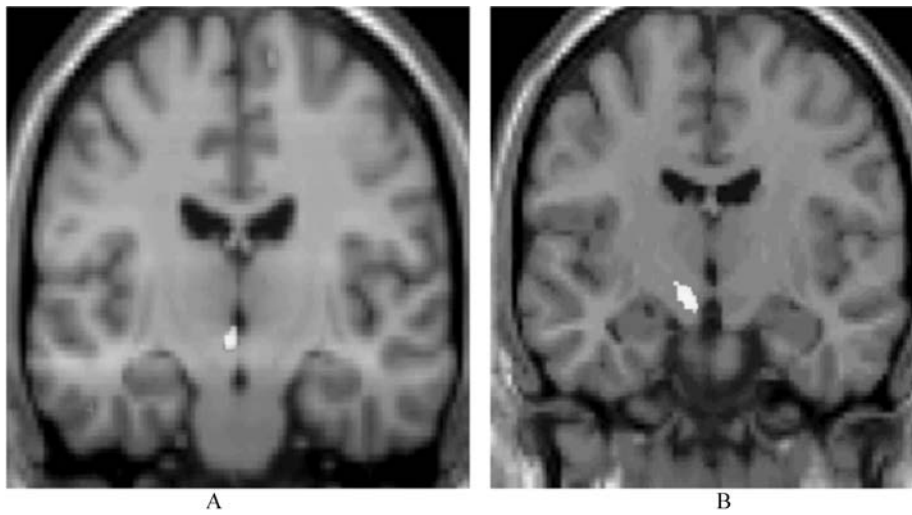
急性丛集性头痛患者(A)的下丘脑后部灰质激活的正电子发射断层成像(PET)
